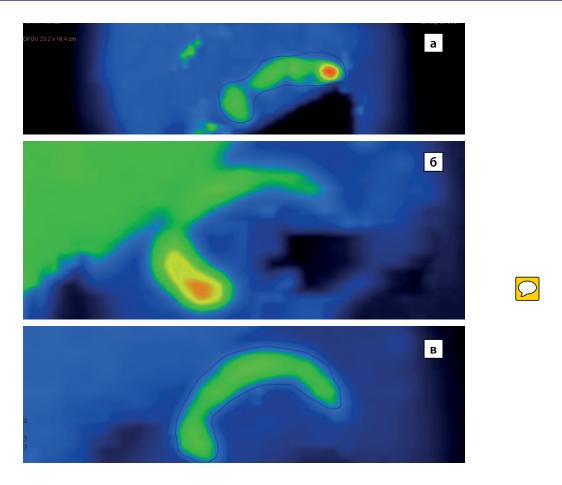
Результаты ПЭТ-КТ с [18F]-фторДОФА: а — фокальная форма ВГИ с локализацией очага накопления радиофармпрепарата в хвосте поджелудочной железы; 6 — фокальная форма ВГИ с локализацией очага накопления радиофармпрепарата в головке поджелудочной железы; в — диффузная форма ВГИ — захват радиофармпрепарата равномерен (архив Рыжковой Д.В.).
